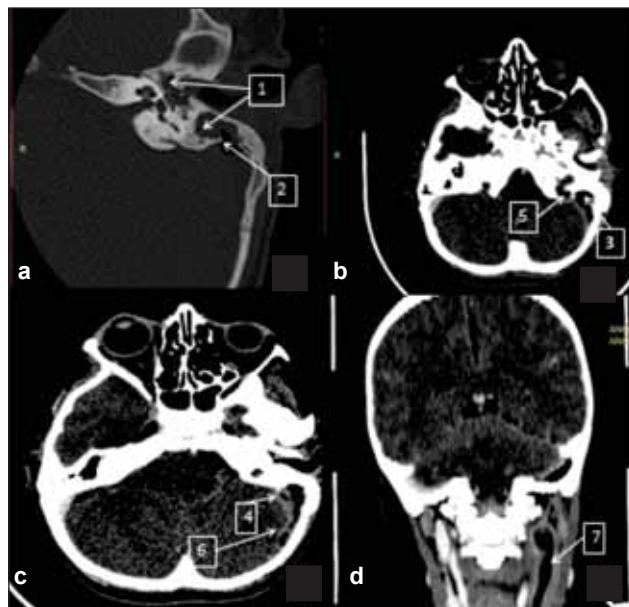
Examinare CT craniană
